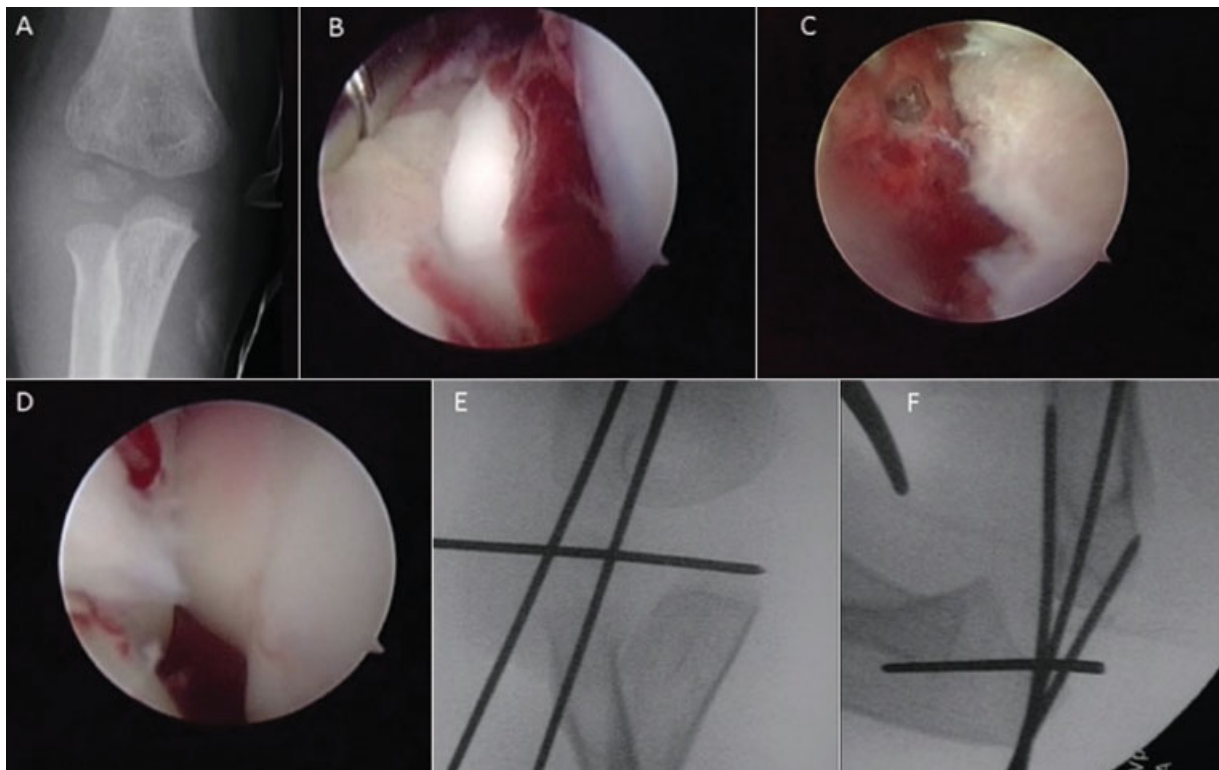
Paciente de 5 años con fractura desplazada del cóndilo lateral que fue sometido a reducción asistida por artroscopia y fijación interna. (A) Radiografías de lesión de la fractura del cóndilo lateral. (B) La inspección inicial desde el portal anteromedial proximal demuestra el fragmento y la superficie de la fractura cubiertos con hematoma. (C) Se expone el centro de osificación secundario, y se inserta un clavo de fijación bajo visión directa para asegurar una colocación precisa. (D) La fractura se reduce anatómicamente, nuevamente bajo visualización artroscópica directa. (E, F) Se colocan agujas de Kirschner por vía percutánea para reparar la fractura. La trayectoria de la aguja de Kirschner se confirma mediante fluoroscopia, y el mantenimiento de la reducción se confirma mediante artroscopia.
